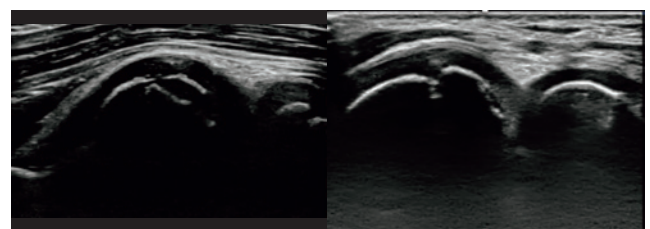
OCD症例のエコー画像(左：進行期、右：終末期)
